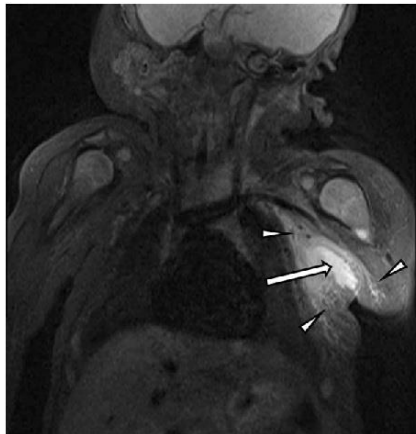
Patient 5 at 4 weeks after admission. Coronal MRI with TIRM sequence of the torso. Large arrow: axillary abscess formation. Small arrows: cellulitis. MRI = magnetic resonance imaging; TIRM = turbo-inversion recovery-magnitude.
